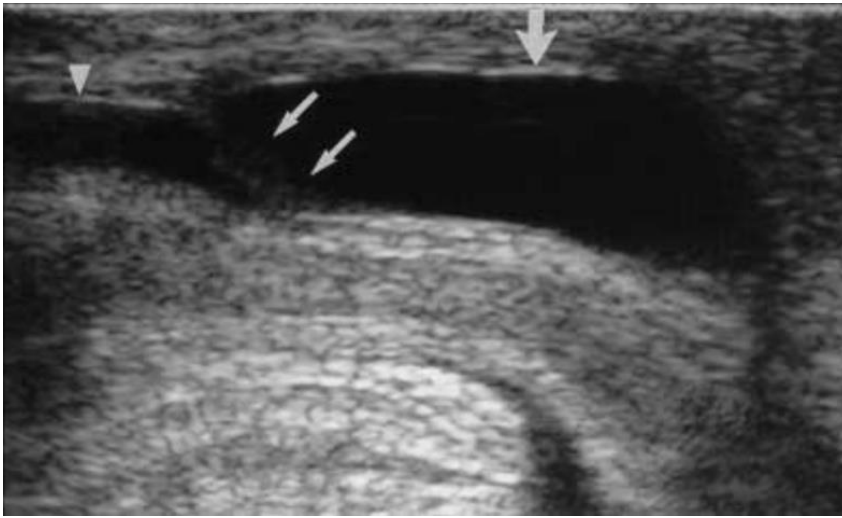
Imagen extraída de Bates DG, Coley BD. Ultrasound diagnosis of the anterior urethral valve. *Pediatr Radiol.* 2001 Sep;31(9):634-6.
